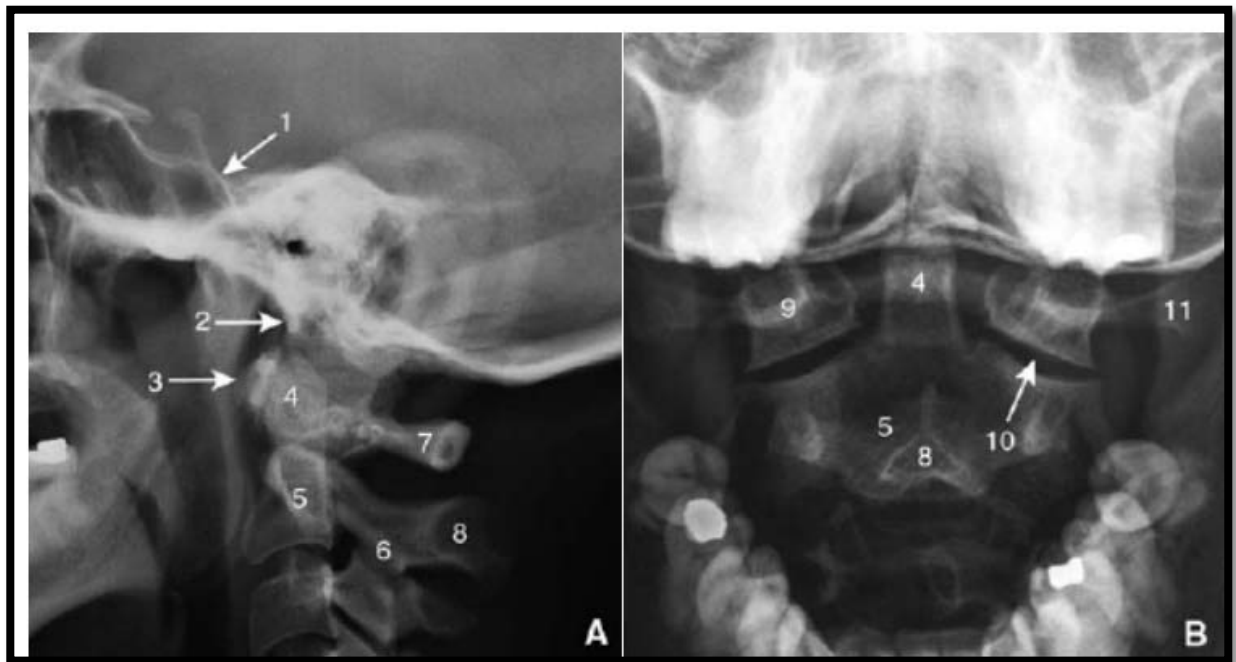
radiographie standard normale de la charnière crâniocervicale en incidence latérale (A) et en incidence antéropostérieure « bouche ouverte » (B).
